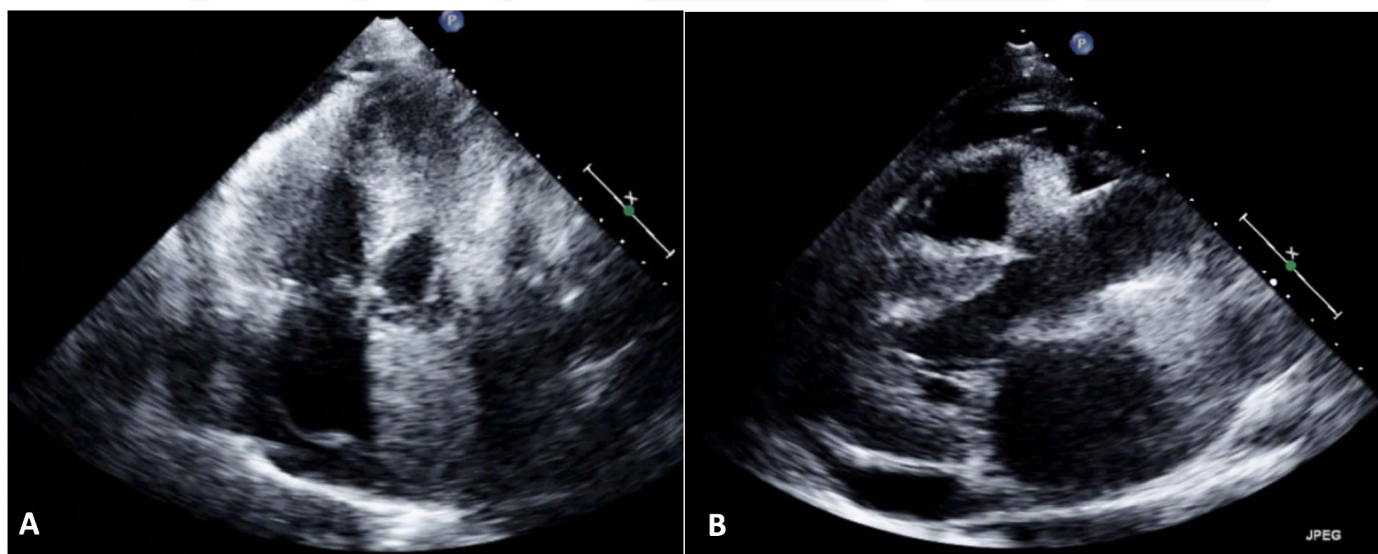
Ecocardiogramma transtoracico eseguito nel reparto di Cardiologia. A: proiezione apicale quattro camere; B: proiezione parasternale asse lungo.
